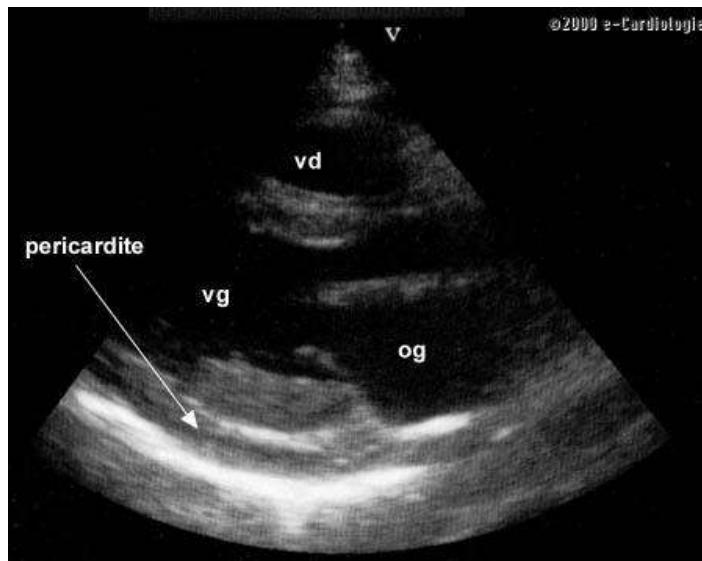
Echocardiographie trouvant un épanchement péricardique
